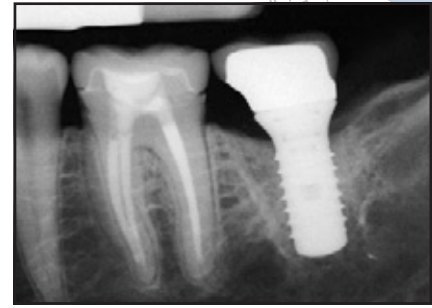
(rechts) Röntgenbild: 6 Monate nach der Extraktion und Transplantation sind bei dem Gruppe-B-Patienten Hinweise auf einen guten Knochen-Implantat-Kontakt und eine erfolgreiche Osseointegration sichtbar.
